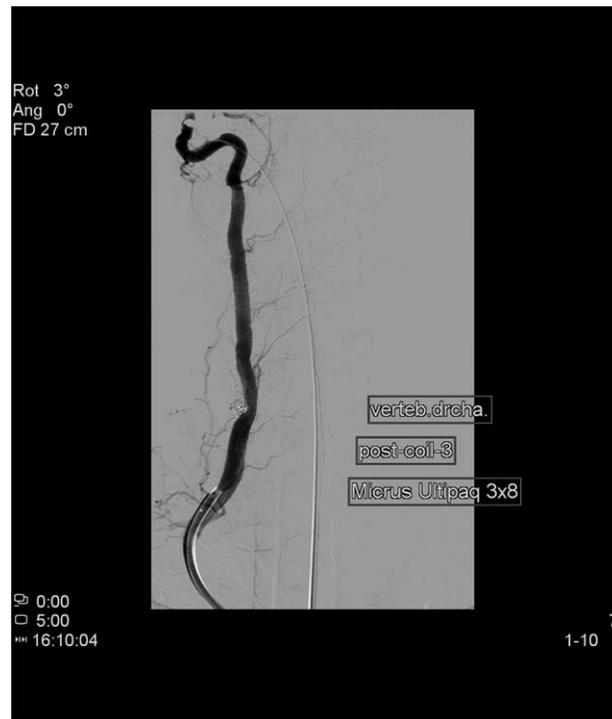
Angiografía con tomografía computerizada tras la embolización con espirales de platino. Obsérvese la desaparición del trayecto fistuloso y la sobrecarga del plexo venoso. Fuente: Autores.
